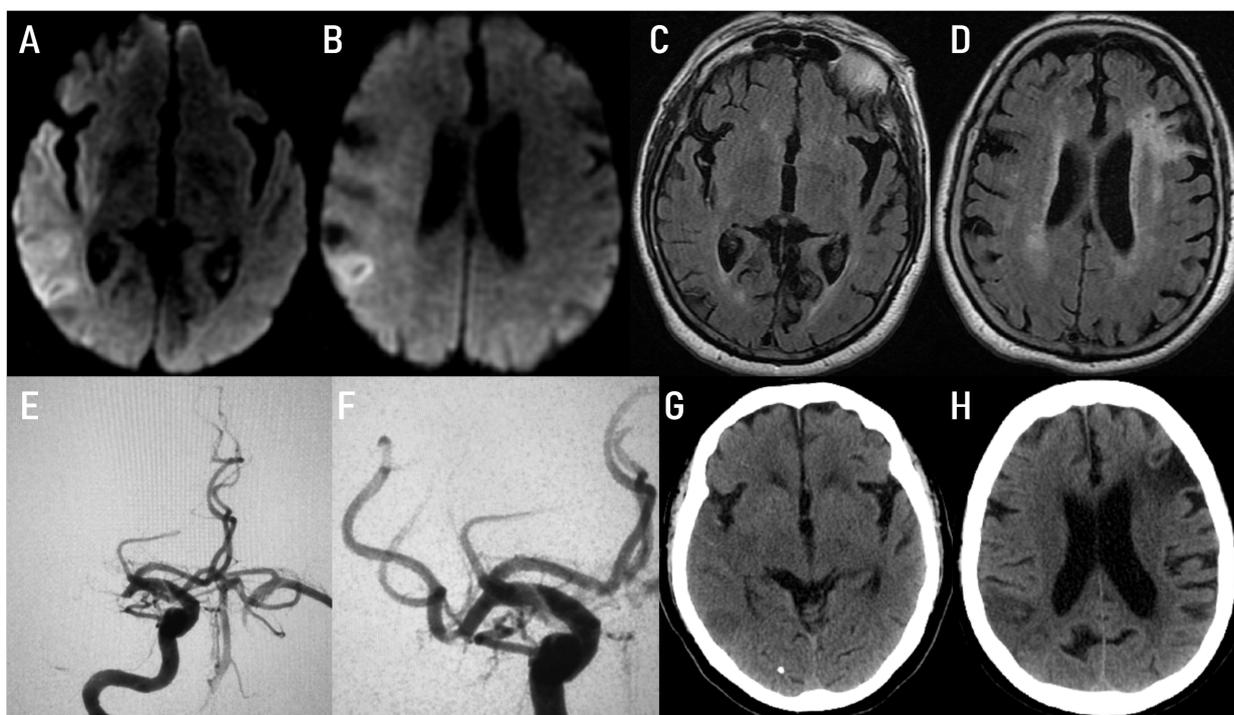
Resonancia magnética en secuencia de difusión (A y B) que muestra restricción de la difusión en el lóbulo temporal; secuencia FLAIR (C y D) que descarta cambios tempranos en el territorio de la arteria cerebral media derecha, pero muestra lesiones previas subcorticales; angiografía inicial (E) que muestra oclusión proximal de M1 y posterior al procedimiento de trombectomía (F) con recanalización flujo 2b; tomografía de egreso (G y H) que muestra infarto en lóbulo temporal sin afectación del resto del territorio.
